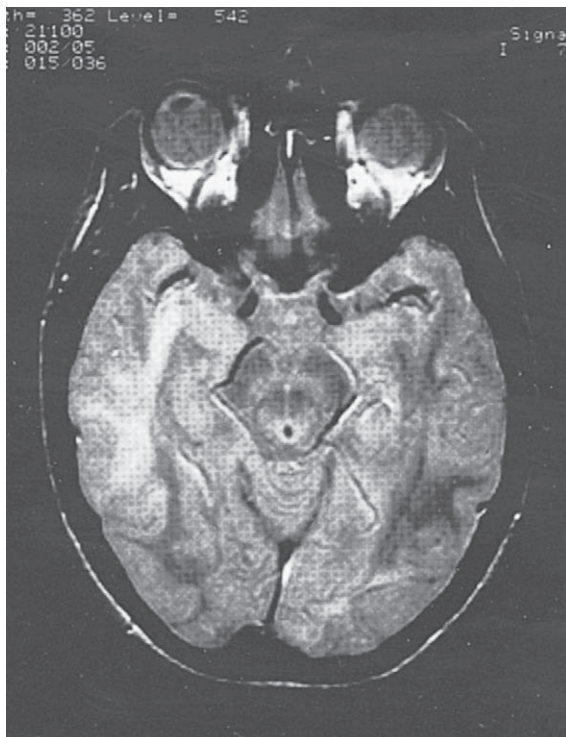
Leucoencefalitis multifocal progresiva. MRI en el plano axial que demuestra múltiples lesiones de la sustancia blanca no resaltadas en un hombre de 31 años de edad con sida.
